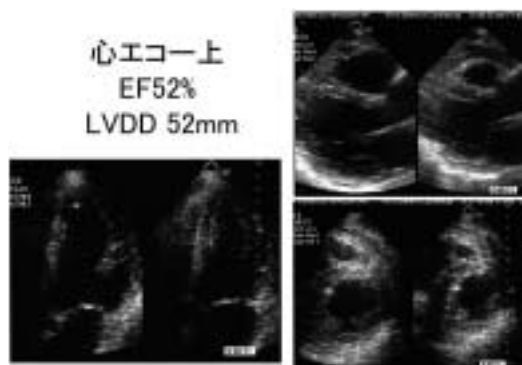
心エコー所見。軽度の左室内径拡大と正常なEF(駆出率)。
